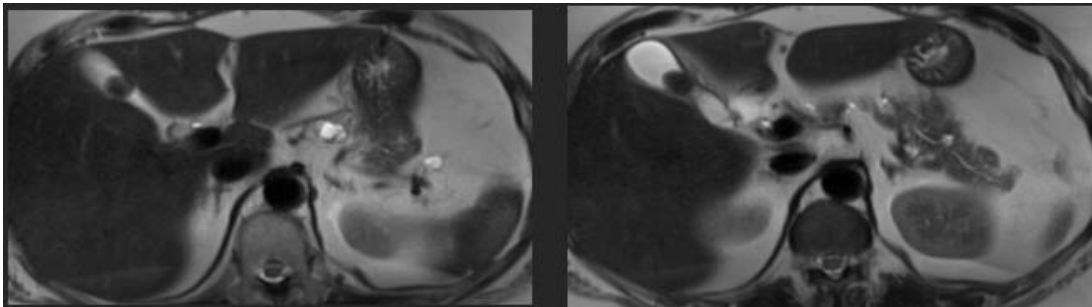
IRM surrénales séquences T2
